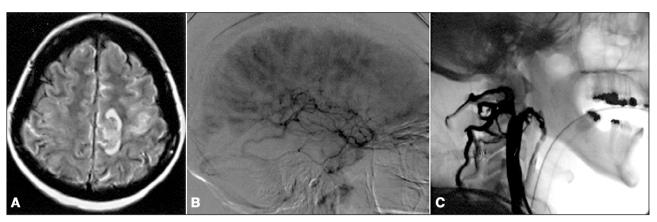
Ressonância magnética mostrando área hiperintensa parietal esquerda (A). Angiografia digital mostrando oclusão dos seios durais, das veias corticais superificiais (B) e oclusão proximal da veia jugular interna (C).
